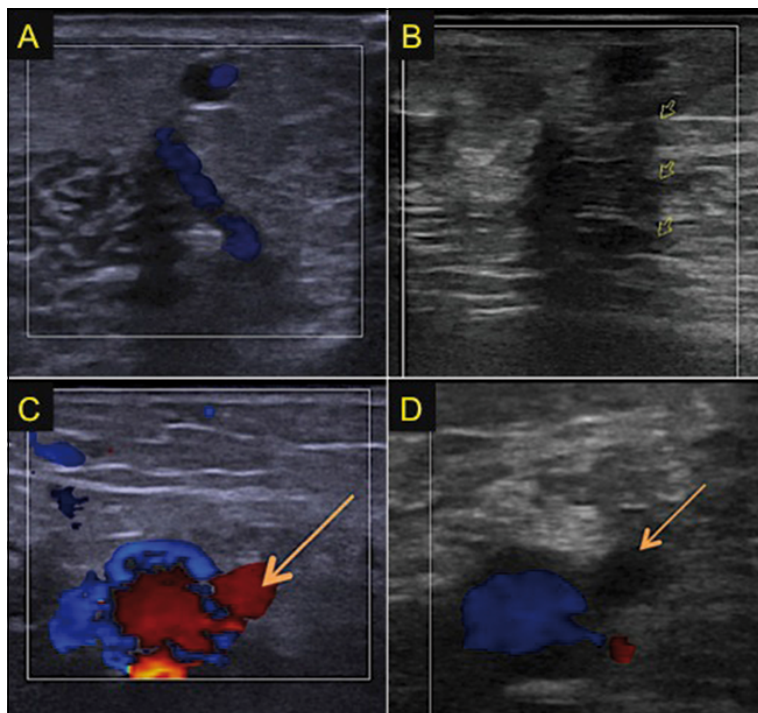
Imágenes de estudio venoso con ultrasonido en localización comparativa muestran venas perforantes insuficientes en el estudio inicial (5A y 5C) y luego de ligadura subaponeurótica (5B y 5D). En estudio en visión longitudinal (5A) se muestra una vena perforante insuficiente; que luego de su ligadura, en 5B se observa sin flujo (flechas amarillas). En 5C se observa imagen en corte transversal de vena perforante (flecha amarilla) y su relación con la vena poplítea; mientras que la misma perforante en 5D se observa trombosada después de la ligadura.
